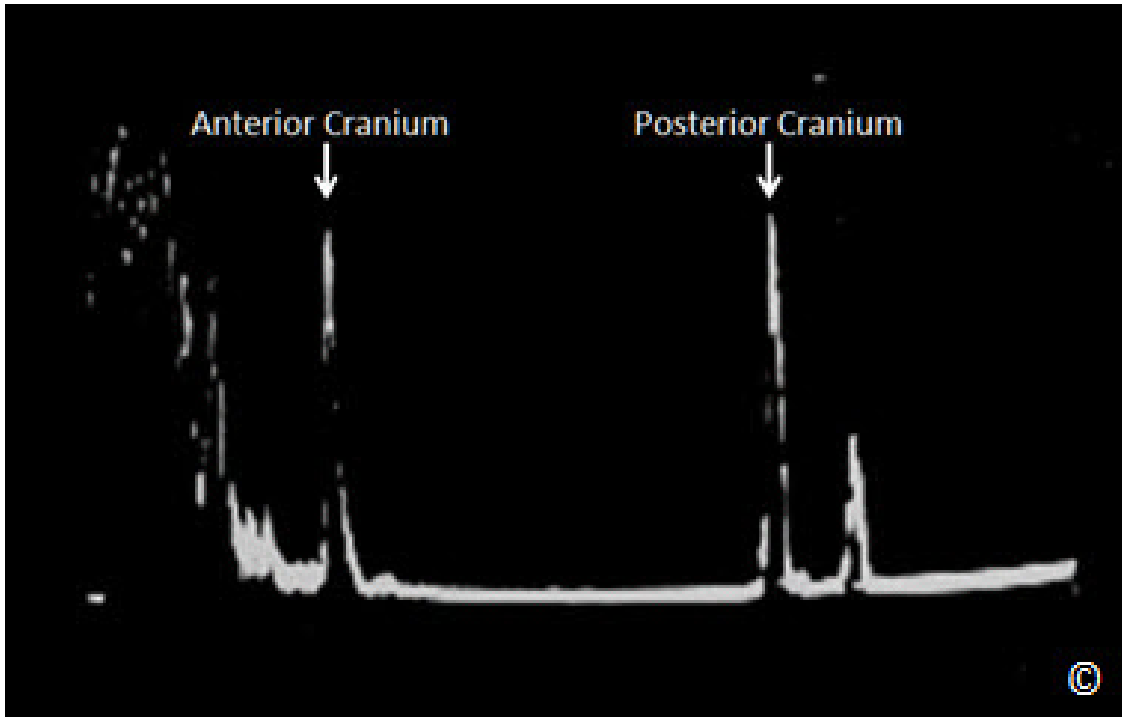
Modo A de ultrasonido de la cabeza fetal. El primer pico corresponde al cráneo anterior y el segundo pico corresponde al cráneo posterior. El diámetro biparietal es la distancia entre estos 2 picos.
